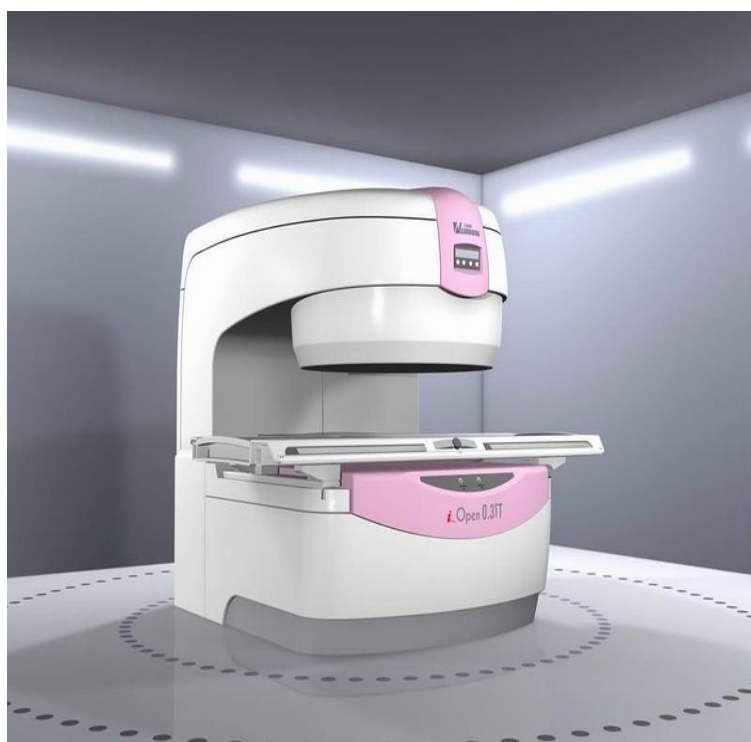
Магнитно-резонансный томограф.
